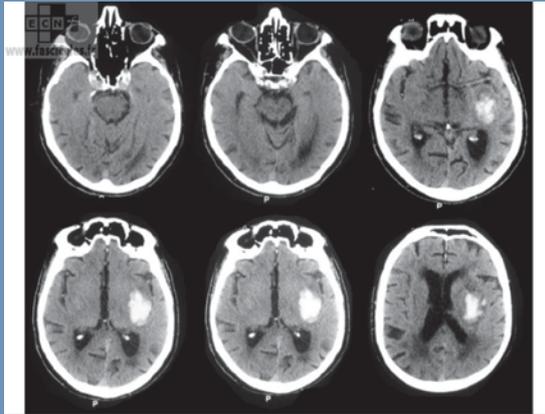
Images de TDM démontrant un AVC hémorragique gauche.
